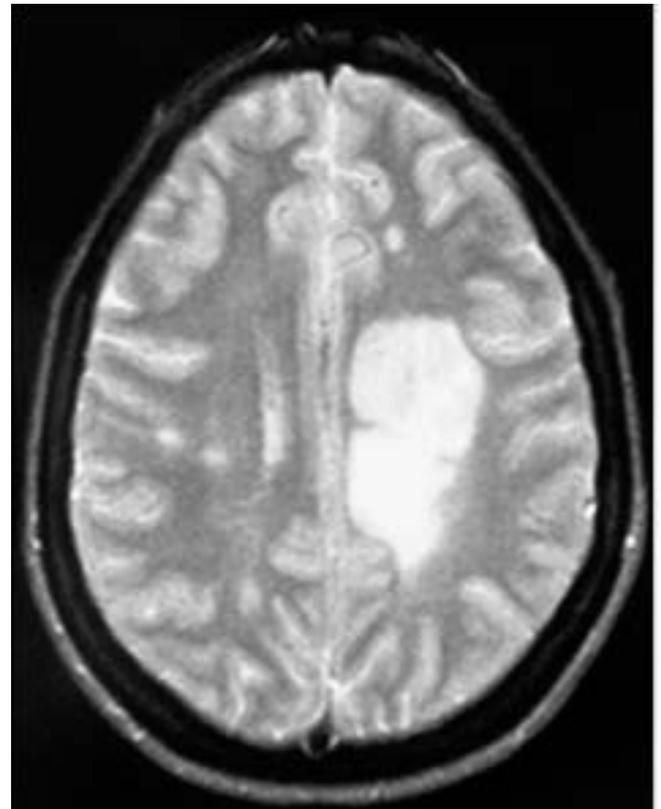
Resonancia magnética en la que se observa una imagen en corona radiada izquierda, hiperintensa en secuencias T2 (TSE), correspondiente a una lesión desmielinizante de tipo seudotumoral. Por cortesía de la Dra. Clara de Andrés.
